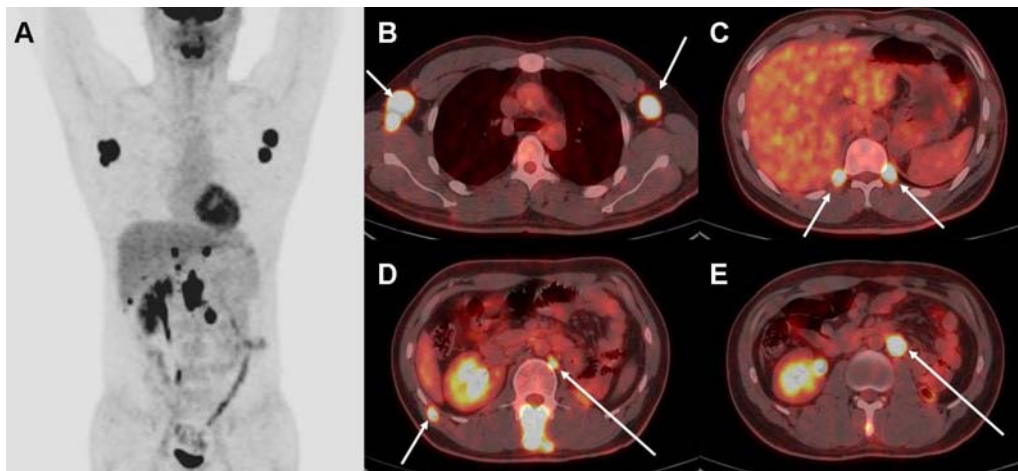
The maximum intensity projection (MIP) image of ¹⁸F-FDG PET/CT (A) after 12 months of left total nephrectomy shows multiple hypermetabolic lesions. There are hypermetabolism in both axillary lymph nodes (B), both 10th intercostal lymph nodes (C), right 11th intercostal lymph node (D), and paraaortic lymph nodes of the abdomen (D, E) as well as the spinous process of the first lumbar spine.
